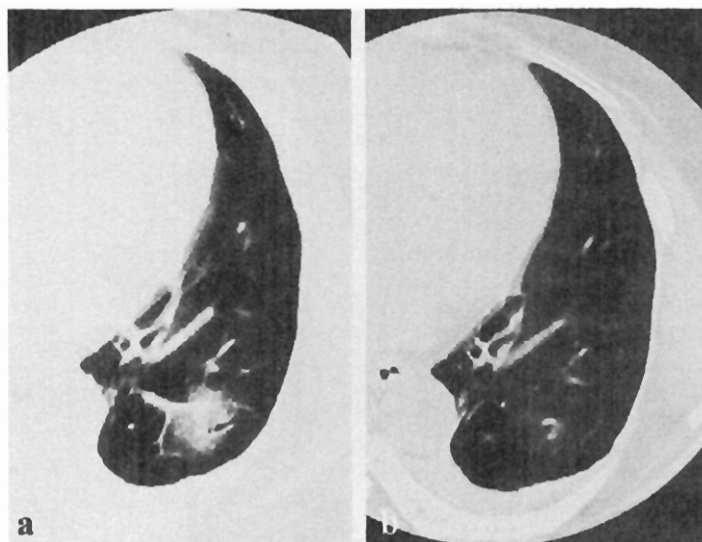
(a) Thin-section CT shows GGO lesion in July, 2003. (b) One month later, the GGO lesion regressed spontaneously in thin-section CT.
